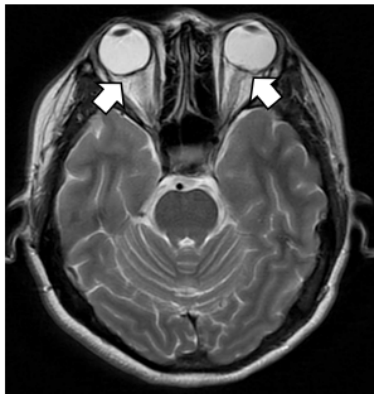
Axial T2-weighted MR image
